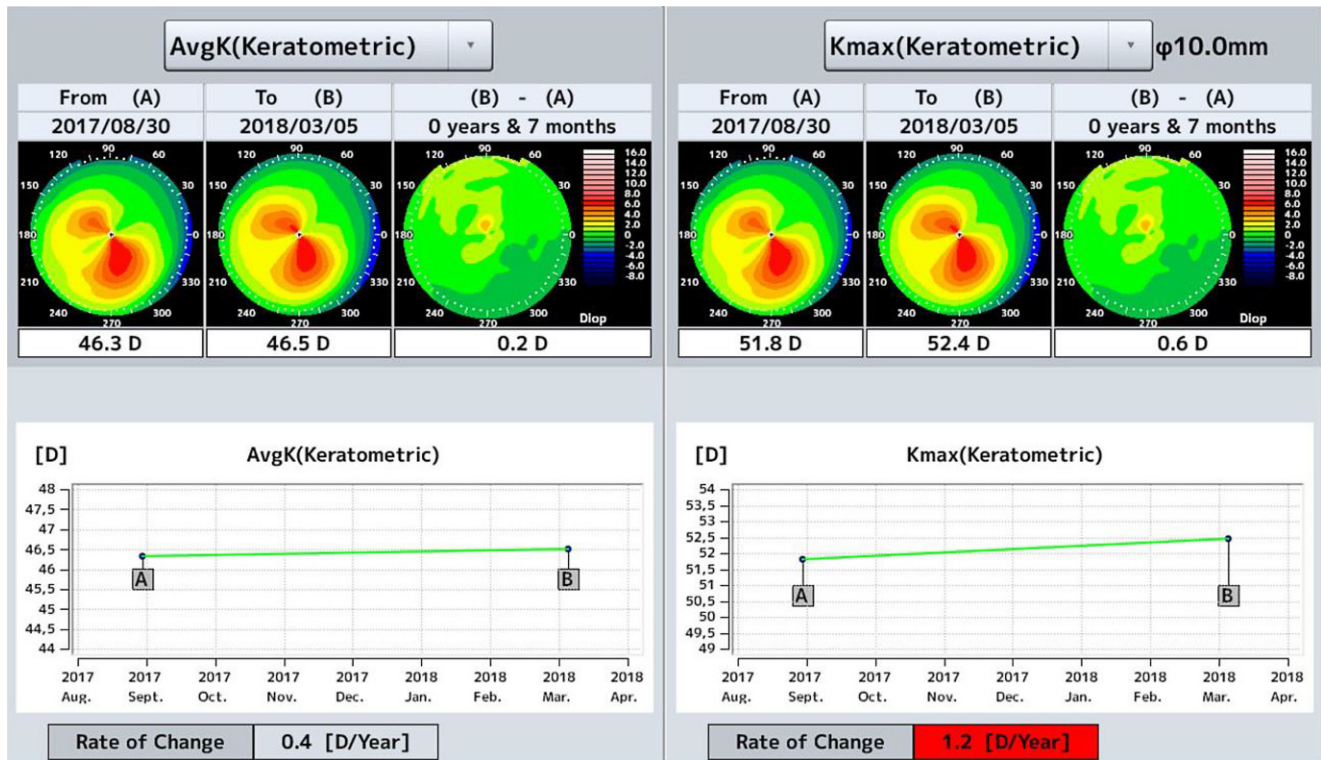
▲ „Trend Analysis“ der Vorderabschnitts-OCT (optische Kohärenztomographie). In diesem Beispiel berechnet das Programm für den K_{\max} -Wert eine Zunahme von 1,2 dpt pro Jahr aus den zur Verfügung stehenden Untersuchungen. Damit wäre in Deutschland die Indikation zum Crosslinking gegeben. AvgK Average Keratometry
